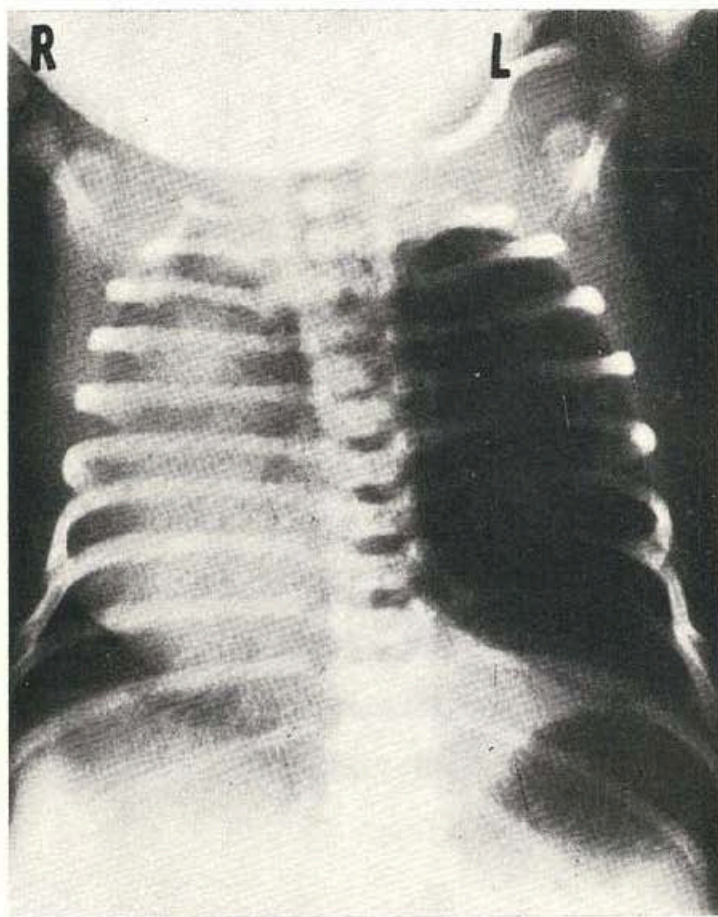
Radiografía anteroposterior del tórax, practicada al ingreso.
